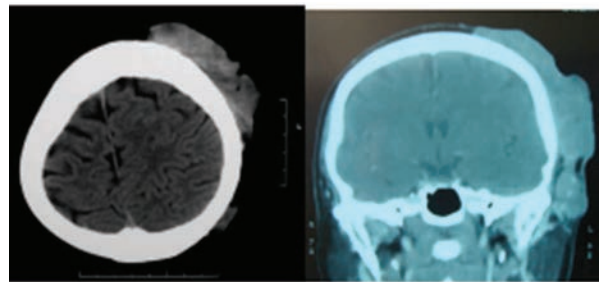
TAC corte axial y coronal.
